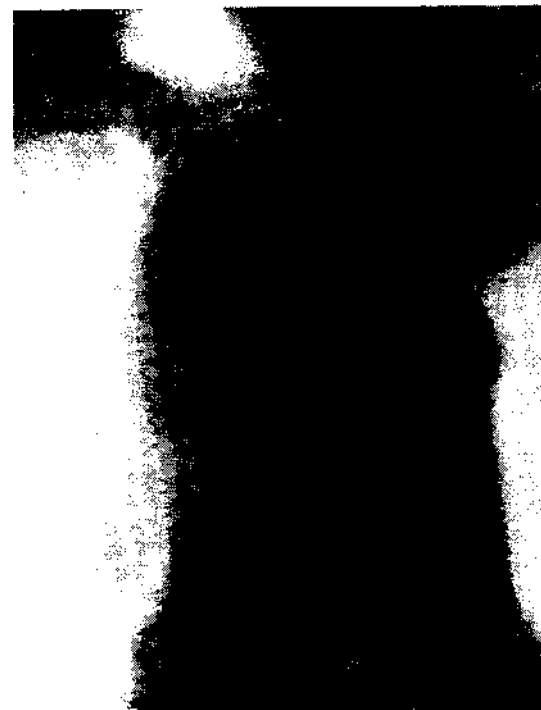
Томограмма больной Э.
